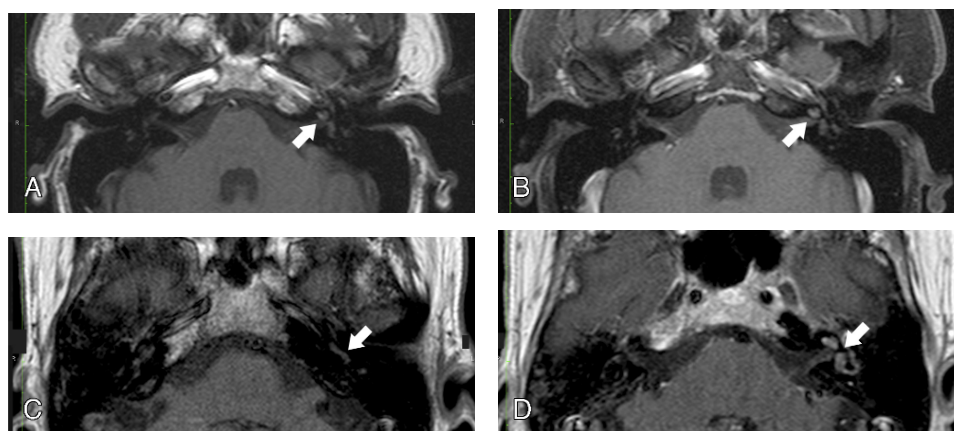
Imagens de RM em ponderação T1 de labirintite de dois doentes (doente 1 - A e B; doente 2 - C e D). Imagens pré-contraste (A, C, setas). Nas imagens pós-contraste (B, D, setas) é possível verificar a hiperintensidade moderada do sinal, que permite distinguir a labirintite de outras patologias do ouvido interno, como tumores. [12]
